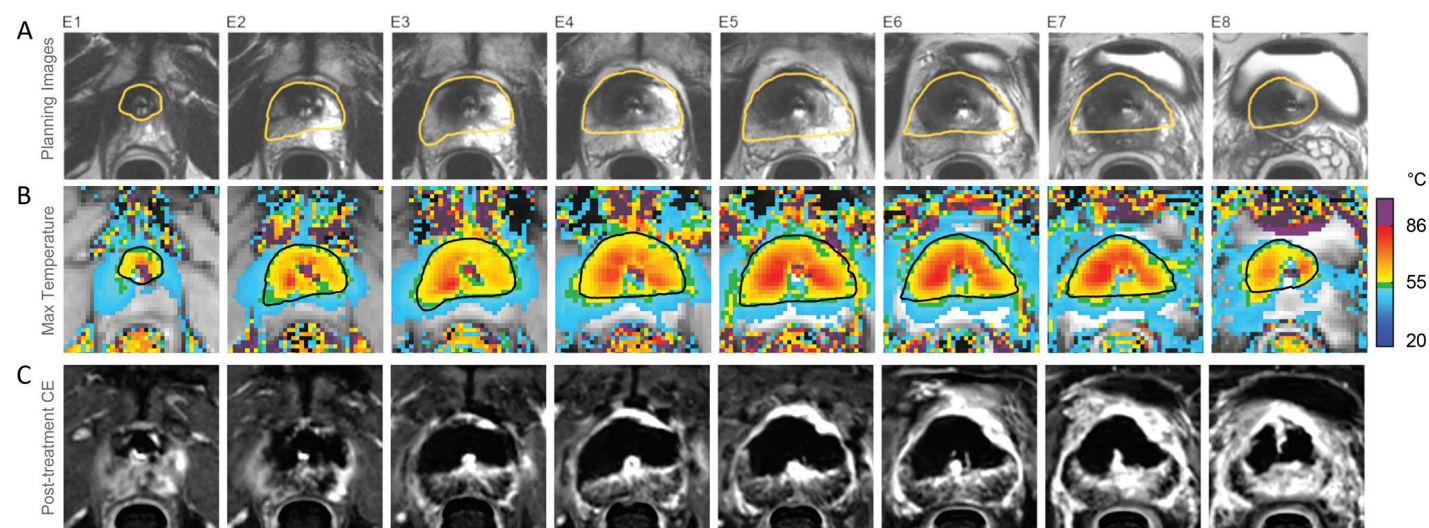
Varón de 60 años con PSA 10,6 ng/mL, 53 cc de próstata, Prostate Imaging Reporting & Data System 5, lesión en la zona de transición anterior derecha con 5/14 núcleos positivos para enfermedad de Grado 2 en el vértice derecho y glándula media. Función eréctil normal, síntomas moderados del tracto urinario inferior. A, Imágenes de planificación de la ablación anterior que incluyen la lesión y la zona de transición sin afectar el esfínter apical, los haces neurovasculares y el cuello de la vejiga. B, mapa de temperatura máxima (Max) que demuestra el logro de la temperatura objetivo en la zona de ablación. C, MRI mejorada con contraste (CE) posterior al tratamiento con la cavidad de ablación correspondiente para el plan de tratamiento.
